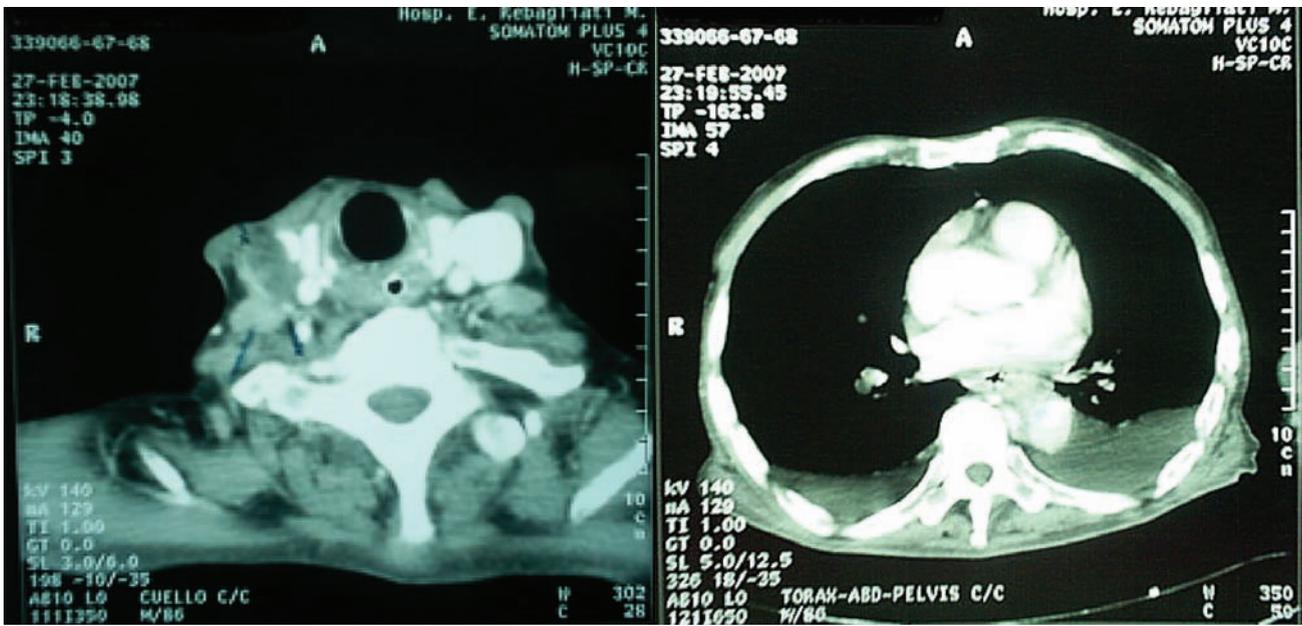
A) Tomografía cervical: imagen de 24 mm localizada hacia el contorno izquierdo de la yugular y la carótida primitiva derecha, cuyo aspecto sugiere adenopatías. Marcado engrosamiento del tercio proximal esofágico cuyo lumen se delimita por la presencia de una sonda. B) Tomografía torácica: derrame pleural bilateral y engrosamiento esofágico marcado.
